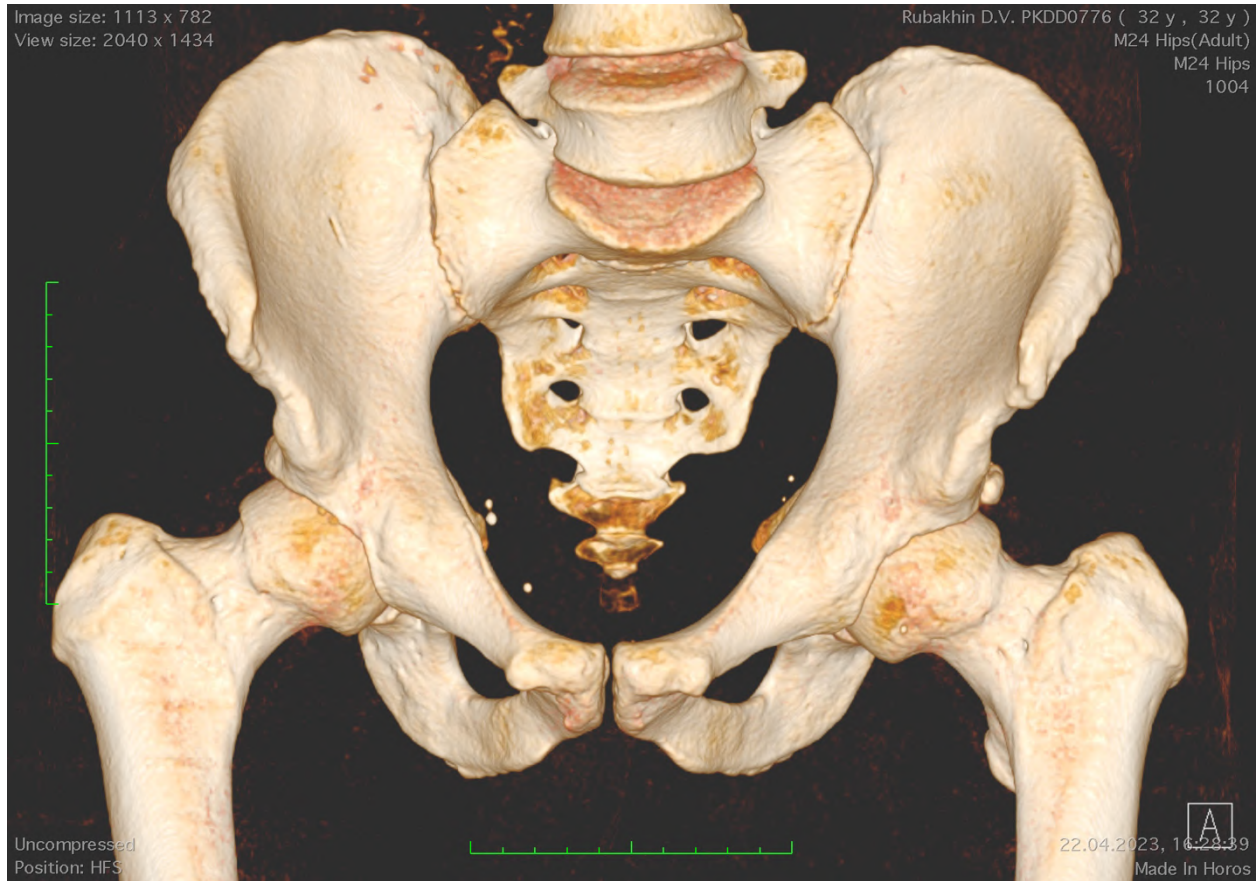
КТ кульшових суглобів.
